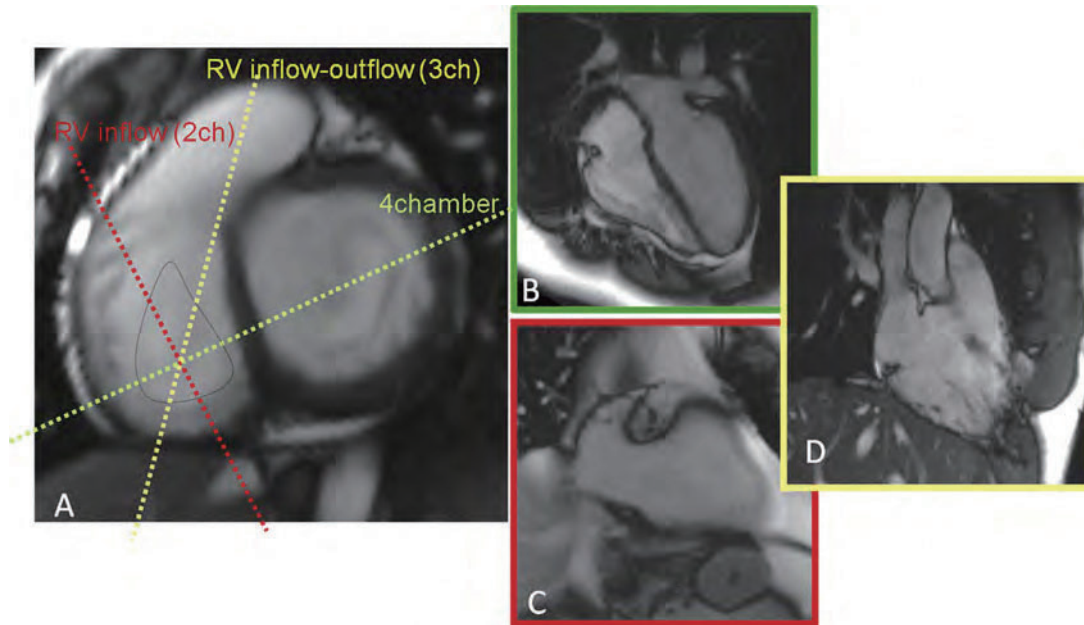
心臓 MRI によって描出された三尖弁の正常解剖。(A) 3つの弁の先端が同じ平面上に見える時の基本的な短軸像（黒い三角で囲まれている）四腔像と右室流入像との関係を点線で示す。(B) 中隔および前尖が見える四腔像。(C) 前尖および後尖が見える右室流入像（二腔像）(D) 右室流入および流出像（三腔像）は、後尖および中隔尖を描出できる。
